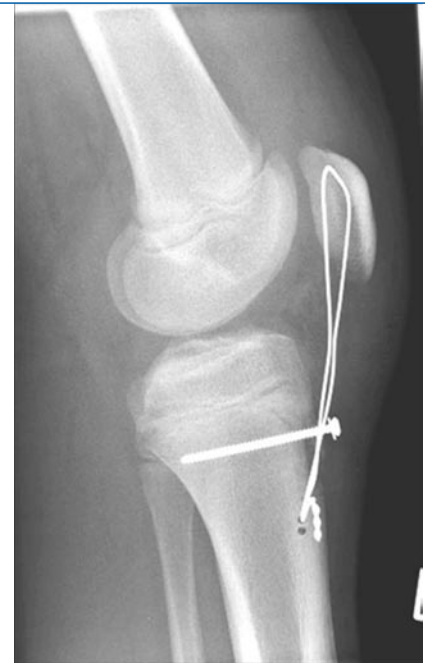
▲ Postoperatives Röntgenbild nach Refixation des knöchernen Patellasehnenabrisses mit einer Kleinfragmentschraube und Sicherung durch eine Rahmencerclage
